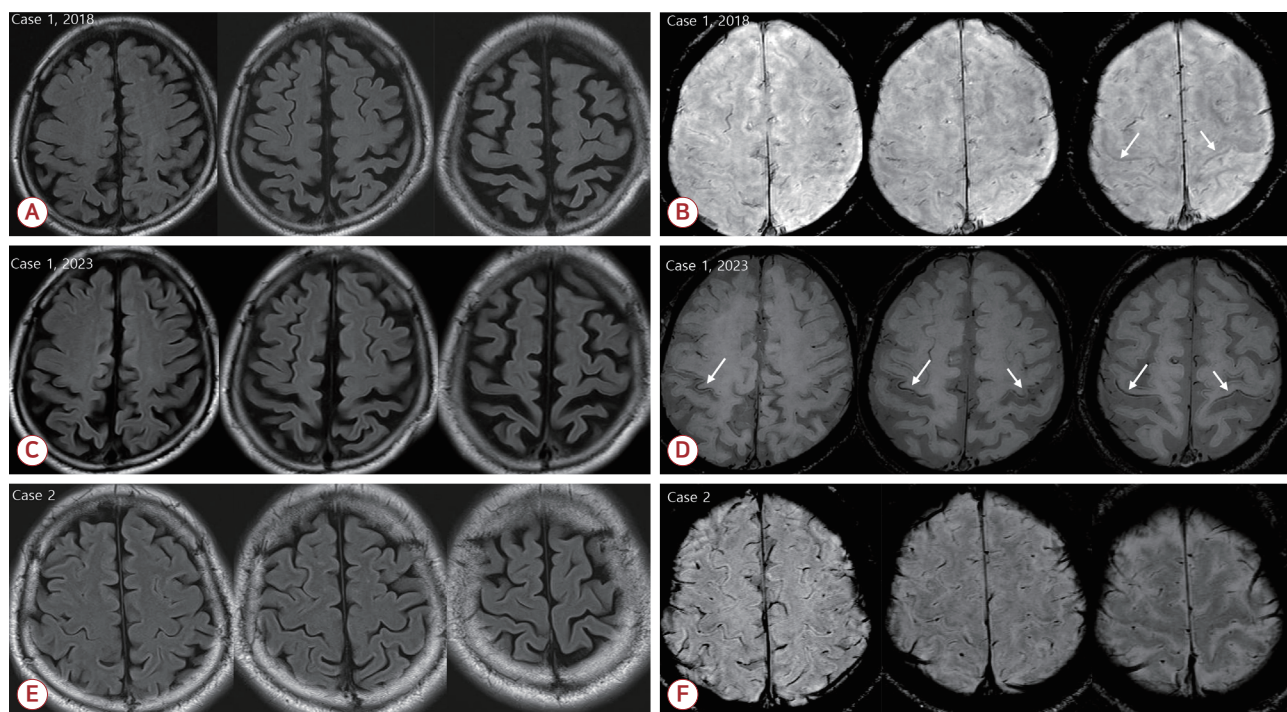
(A, C, E) FLAIR images and (B, D, F) susceptibility weighted images are presented for the PLS case (A-D) and HSP case (E, F). In the PLS case, (A) mild atrophy of bilateral motor cortex was observed in FLAIR images, and (B, arrows) a band of low signal intensity along bilateral motor cortex was shown in SWI. In the follow-up image, (D, arrows) the motor band sign was more prominent in SWI, and (C) atrophy of motor cortex had progressed in FLAIR images. In the HSP case, (E, F) there were no abnormalities in the brain MRI, including SWI. FLAIR; fluid attenuated inversion recovery, PLS; primary lateral sclerosis, HSP; hereditary spastic paraplegia, SWI; susceptibility weighted imaging, MRI; magnetic resonance imaging.
